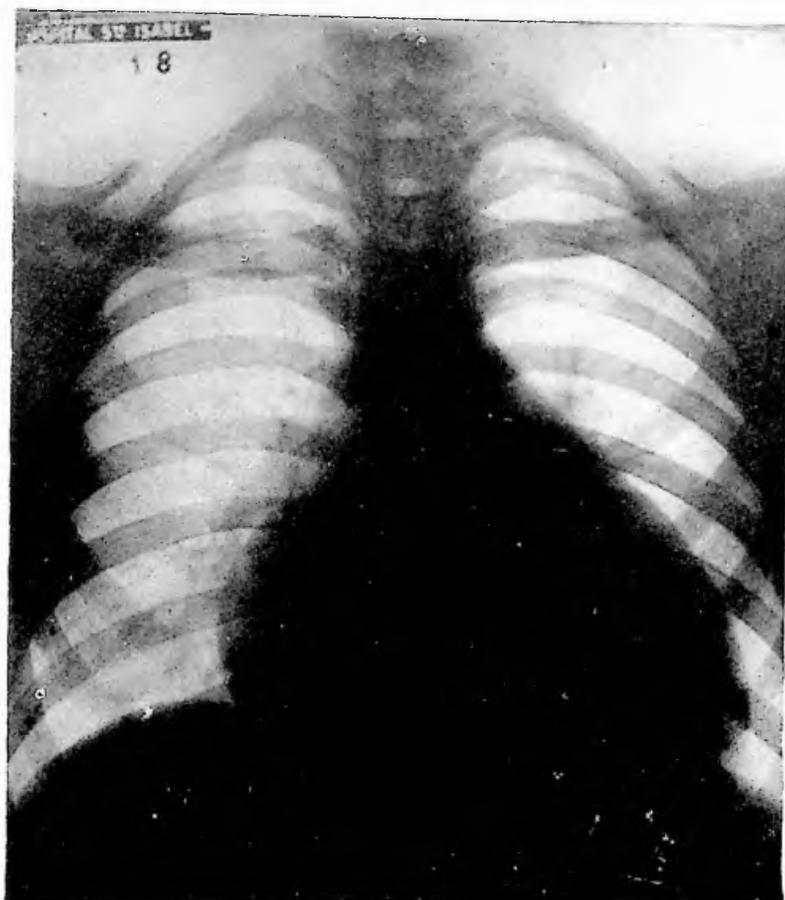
Obs. VI: Tele-radiografia do tórax grande aumento bilateral da área cardíaca.
